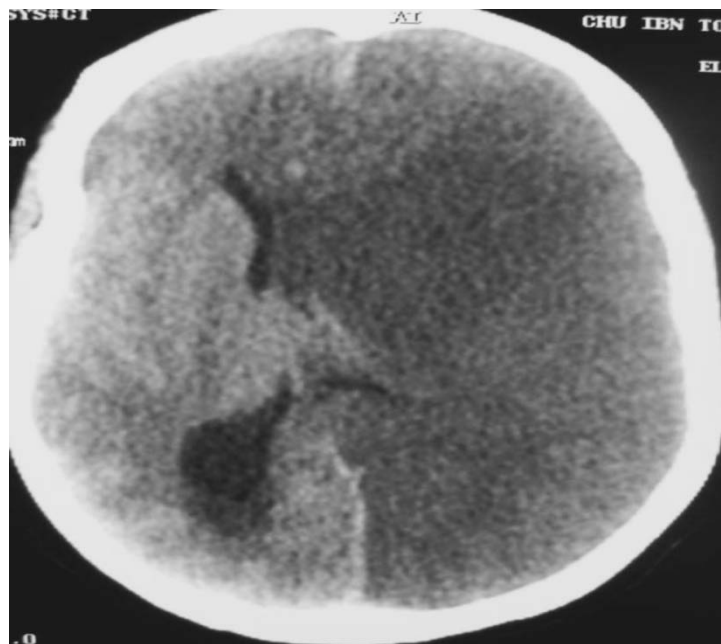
TDM cérébrale montrant un AVCI sylvienn gauche étendu avec engagement sous falcoriel
